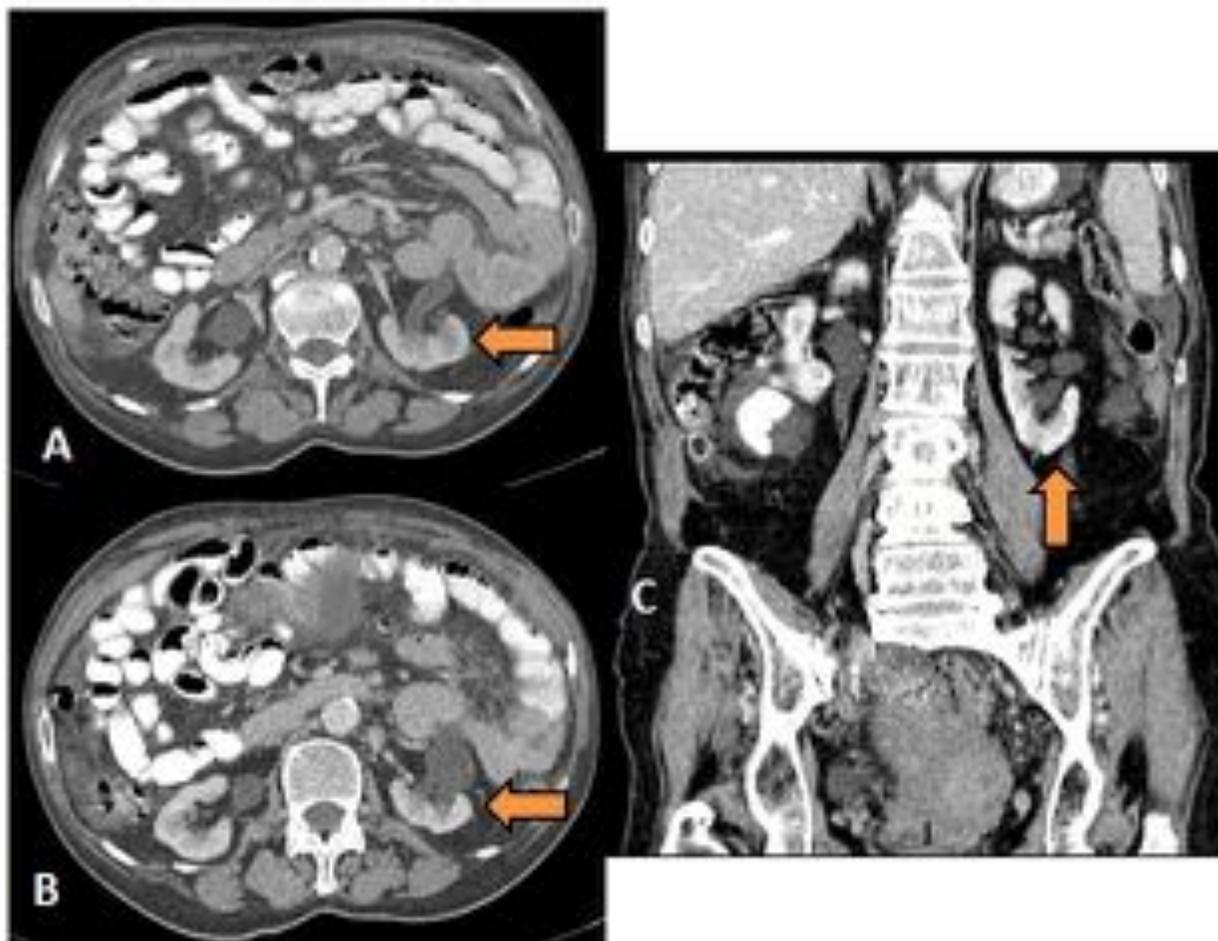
TC de abdomen con contraste oral e intravenoso que muestra malrotación del riñón izquierdo, de manera que la pelvis aparece orientada hacia la cara externa (flechas). A-B) Cortes axiales. C) Reconstrucción coronal.
